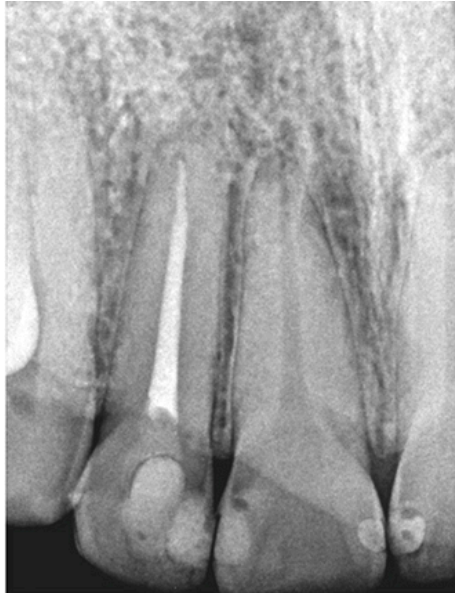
Radiografía preoperatoria.⁹¹
